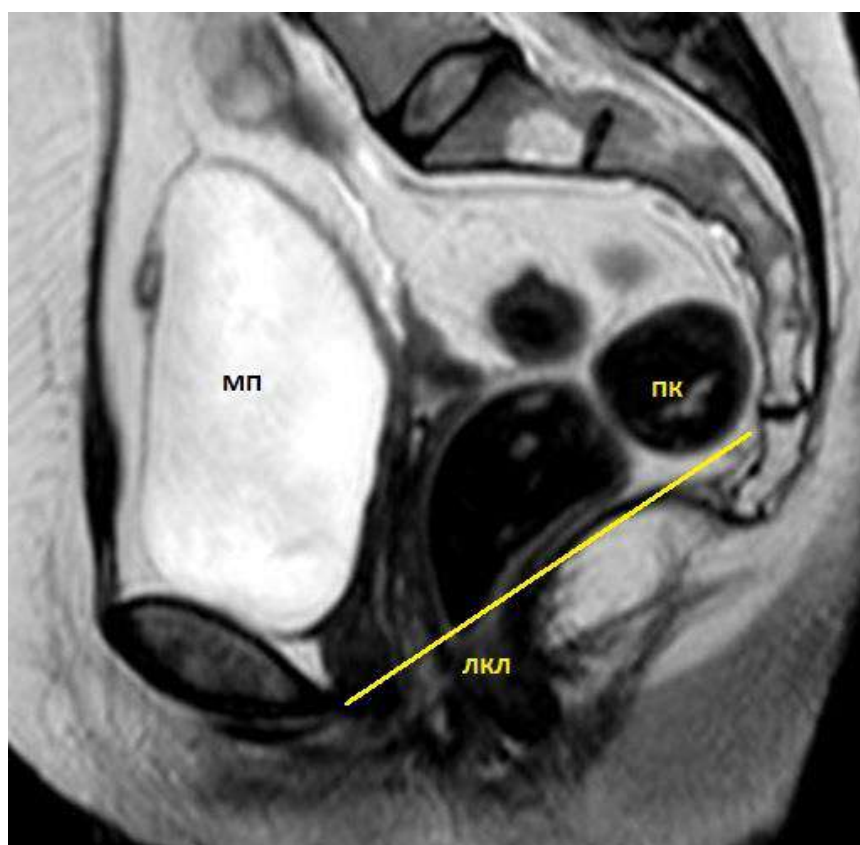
Статическое МРТ расположения культы влагалища после влагалищной гистерэктомии. МП-мочевой пузырь; ПК-прямая кишка; ЛКЛ- лобково-копчиковая линия.
